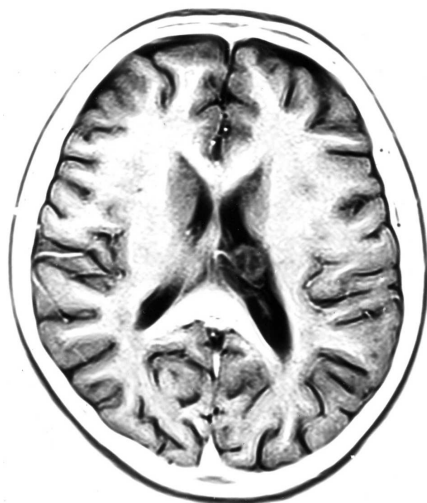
34А. МРТ головного мозга больной А., 21 года, с диагнозом «лимфома головного мозга высокой степени злокачественности» (до лечения), аксиальная проекция: параинтравентрикулярно слева с распространением на зрительный бугор определяется объемное образование 13×16 мм и асимметрия боковых желудочков S>D
